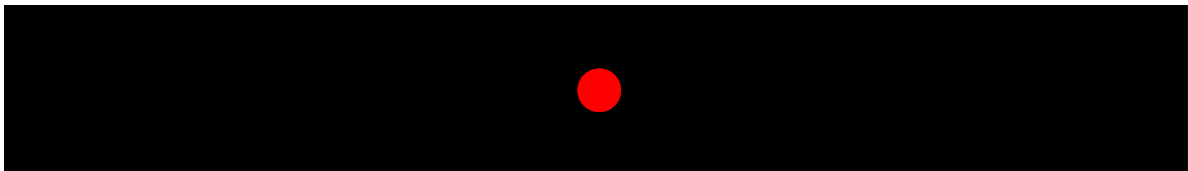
Blick der StudienteilnehmerInnen auf den Stimulus während der Messungen im MRT (Dargestellt ist der Zeitpunkt der Fixation. Es zeigte sich ein sehr gut sichtbarer und klar umrissener Stimulus ohne weitere Einflüsse, z. B. von externen Lichtquellen.)
